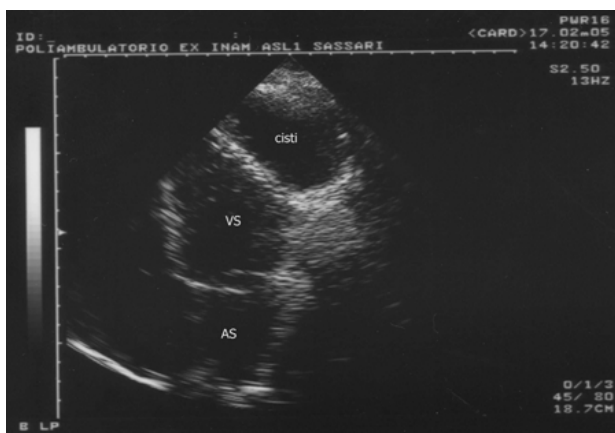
Ecocardiogramma bidimensionale, proiezione 4 camere apicale: cisti pericardica a contenuto limpido. AS = atrio sinistro; VS = ventricolo sinistro.
